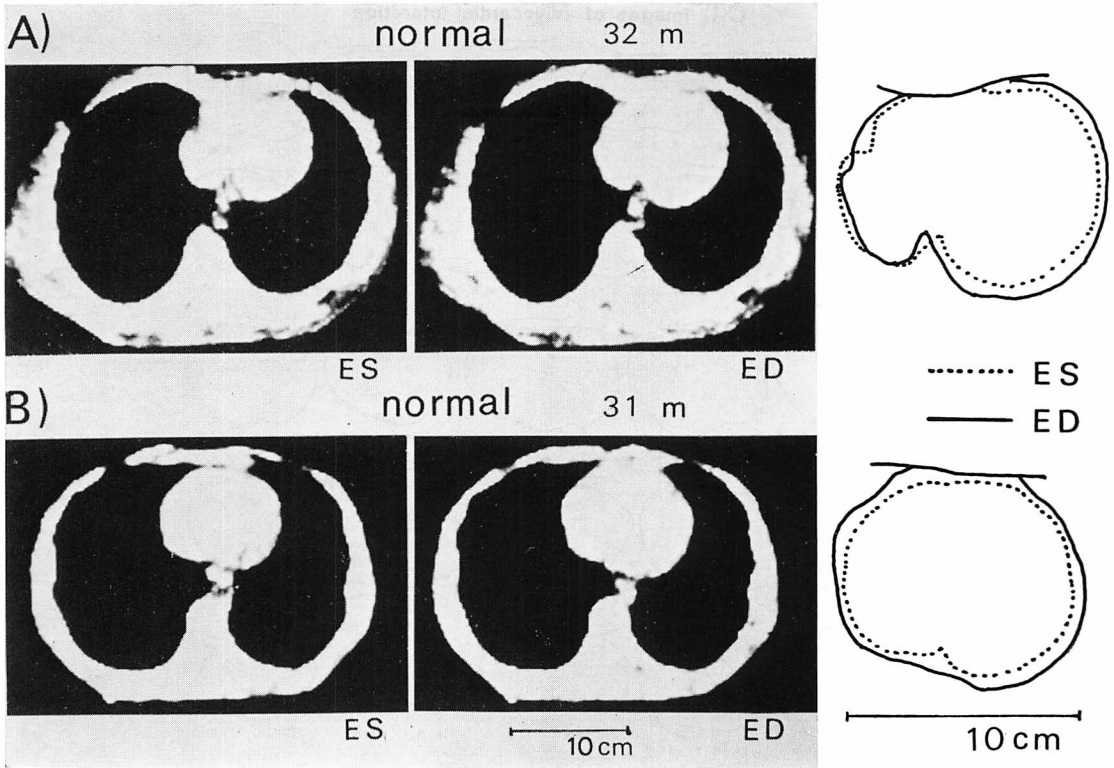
CT pictures and image tracings at end-systole (ES) and end-diastole (ED) in normal subjects.
